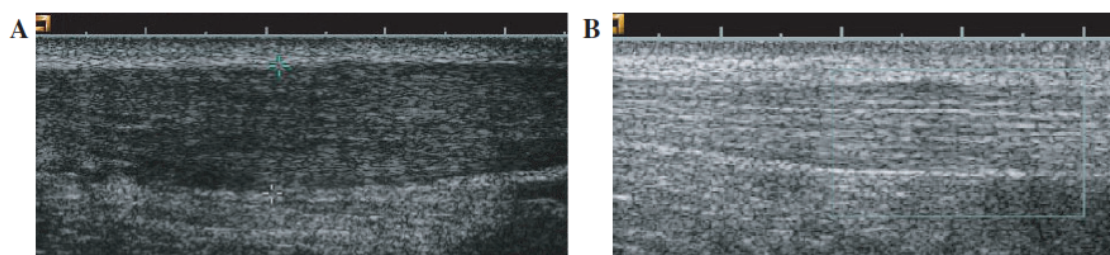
Apariencia del tendón de Aquiles observado mediante ultrasonidos antes (A) y después (B) de un programa de ejercicio a largo plazo con entrenamientos excéntricos
